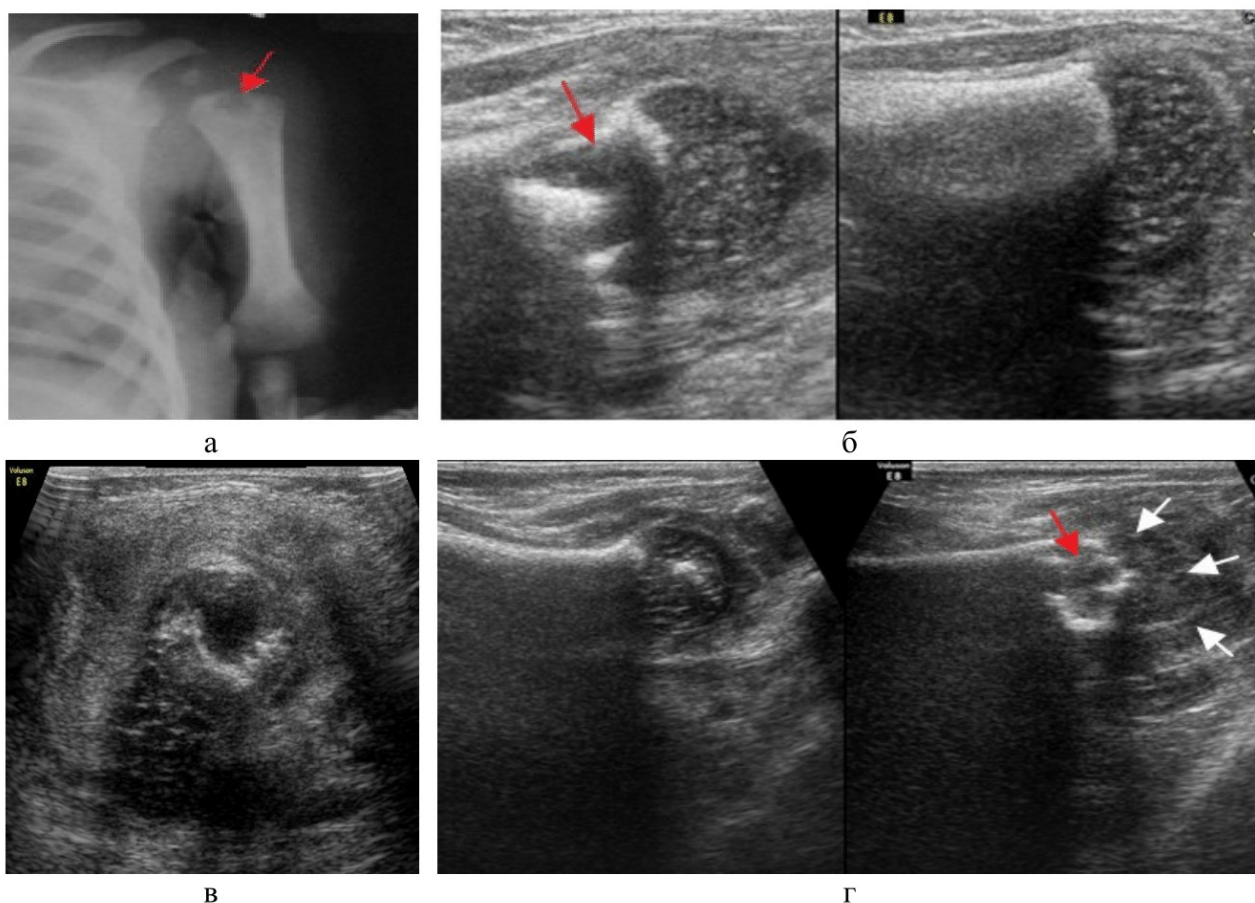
Рентгенограмма (а) и сонограммы (б, в, г) пациента с ОМ проксимального метафиза плечевой кости на 9 сут. заболевания: а – деструкция метафиза слева; б – дефект метафиза слева; в – МЭ зона с крупным дефектом; г – дефект метафиза и нарушения структуры эпифизарного хряща
